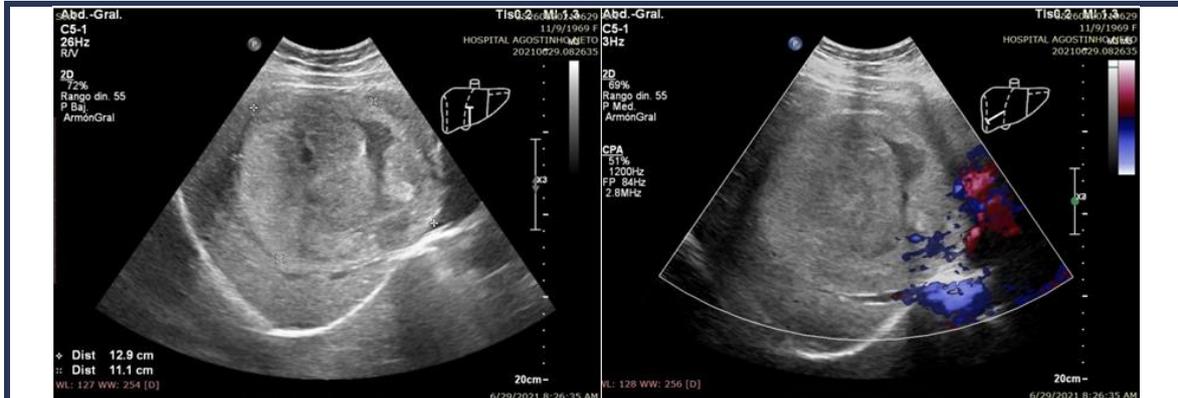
Ecografía abdominal modo B y Doppler color que mostró gran masa sólida compatible con hemangioma hepático con características de atipicidad.
